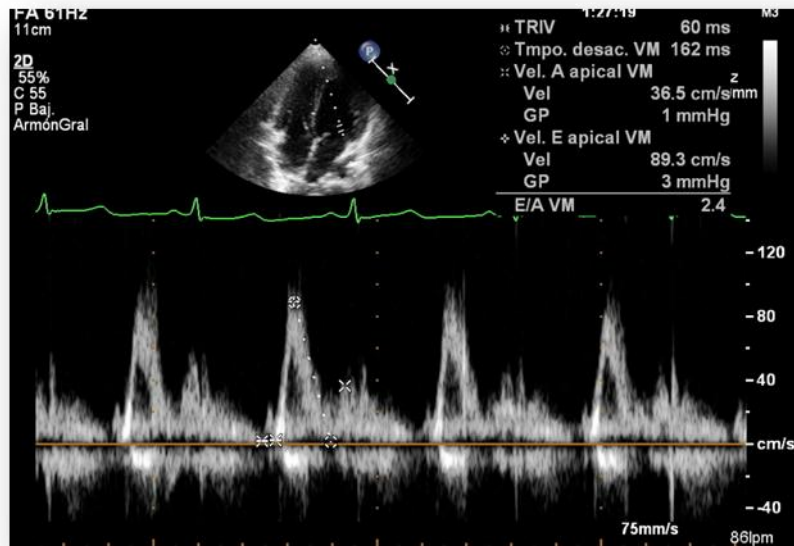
ECOTT. Vista apical de cuatro cámaras con Doppler pulsado a nivel de la válvula mitral. Se observa un patrón restrictivo con una relación E/A de 2.4, el tiempo de relajación isovolumétrica (TRIVI) y el tiempo de desaceleración son cortos.
